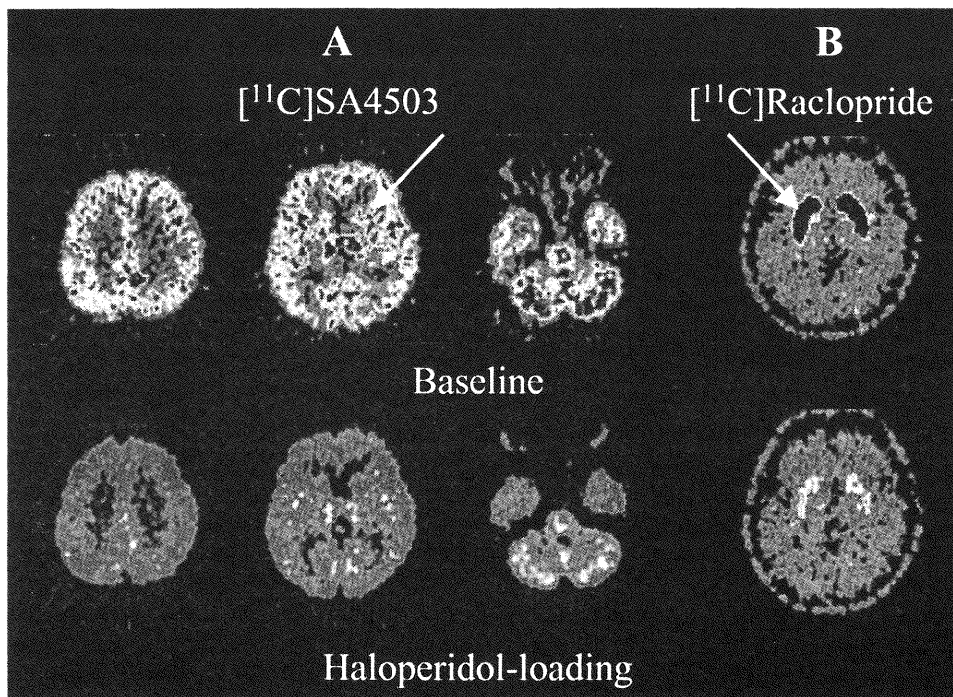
PET images of $[^{11}\text{C}]\text{SA4503}$ (A) and $[^{11}\text{C}]\text{raclopride}$ (B) in the same healthy subject in the baseline (upper images) and haloperidol-loading (lower images) conditions. The images of $[^{11}\text{C}]\text{SA4503}$ and $[^{11}\text{C}]\text{raclopride}$ were acquired for 60–90 min and 40–60 min, respectively. White arrows show the striatum.
